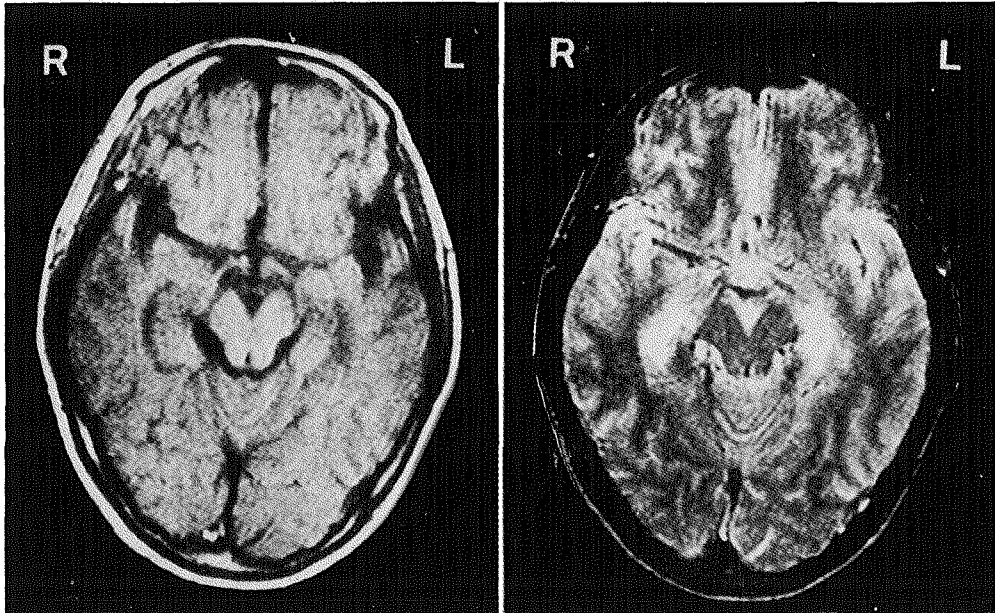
症例1 [Herpes 脳炎] のMRI- T_1 [左] と T_2 [右] 強調画像 [発症後40日目]
